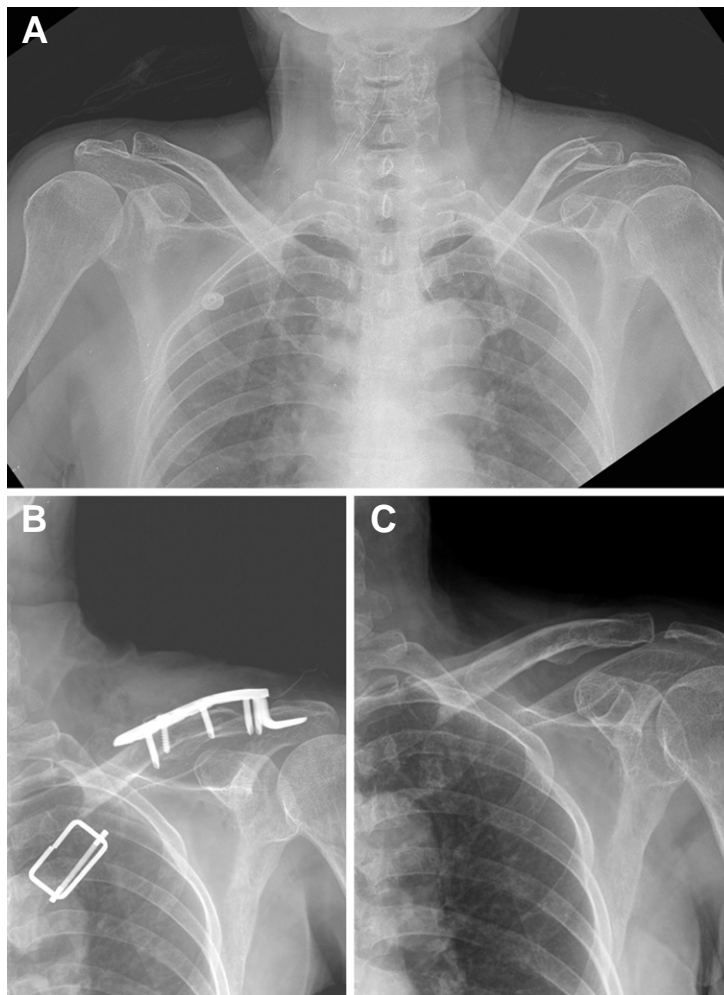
(A) A sixty five-year-old woman sustained with Neer type IIb left distal clavicle fracture. (B) The fracture was reduced with open manner and fixed with Hook plate. (C) The last follow-up radiograph shows solid union.
